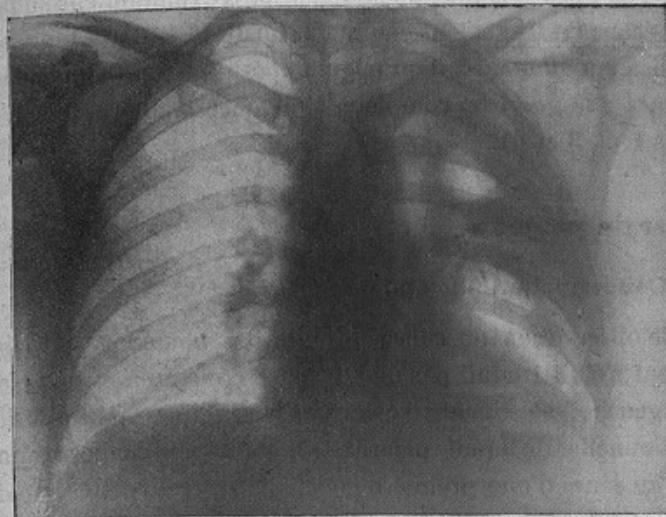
Radiographie n° 12. Après pneumothorax
